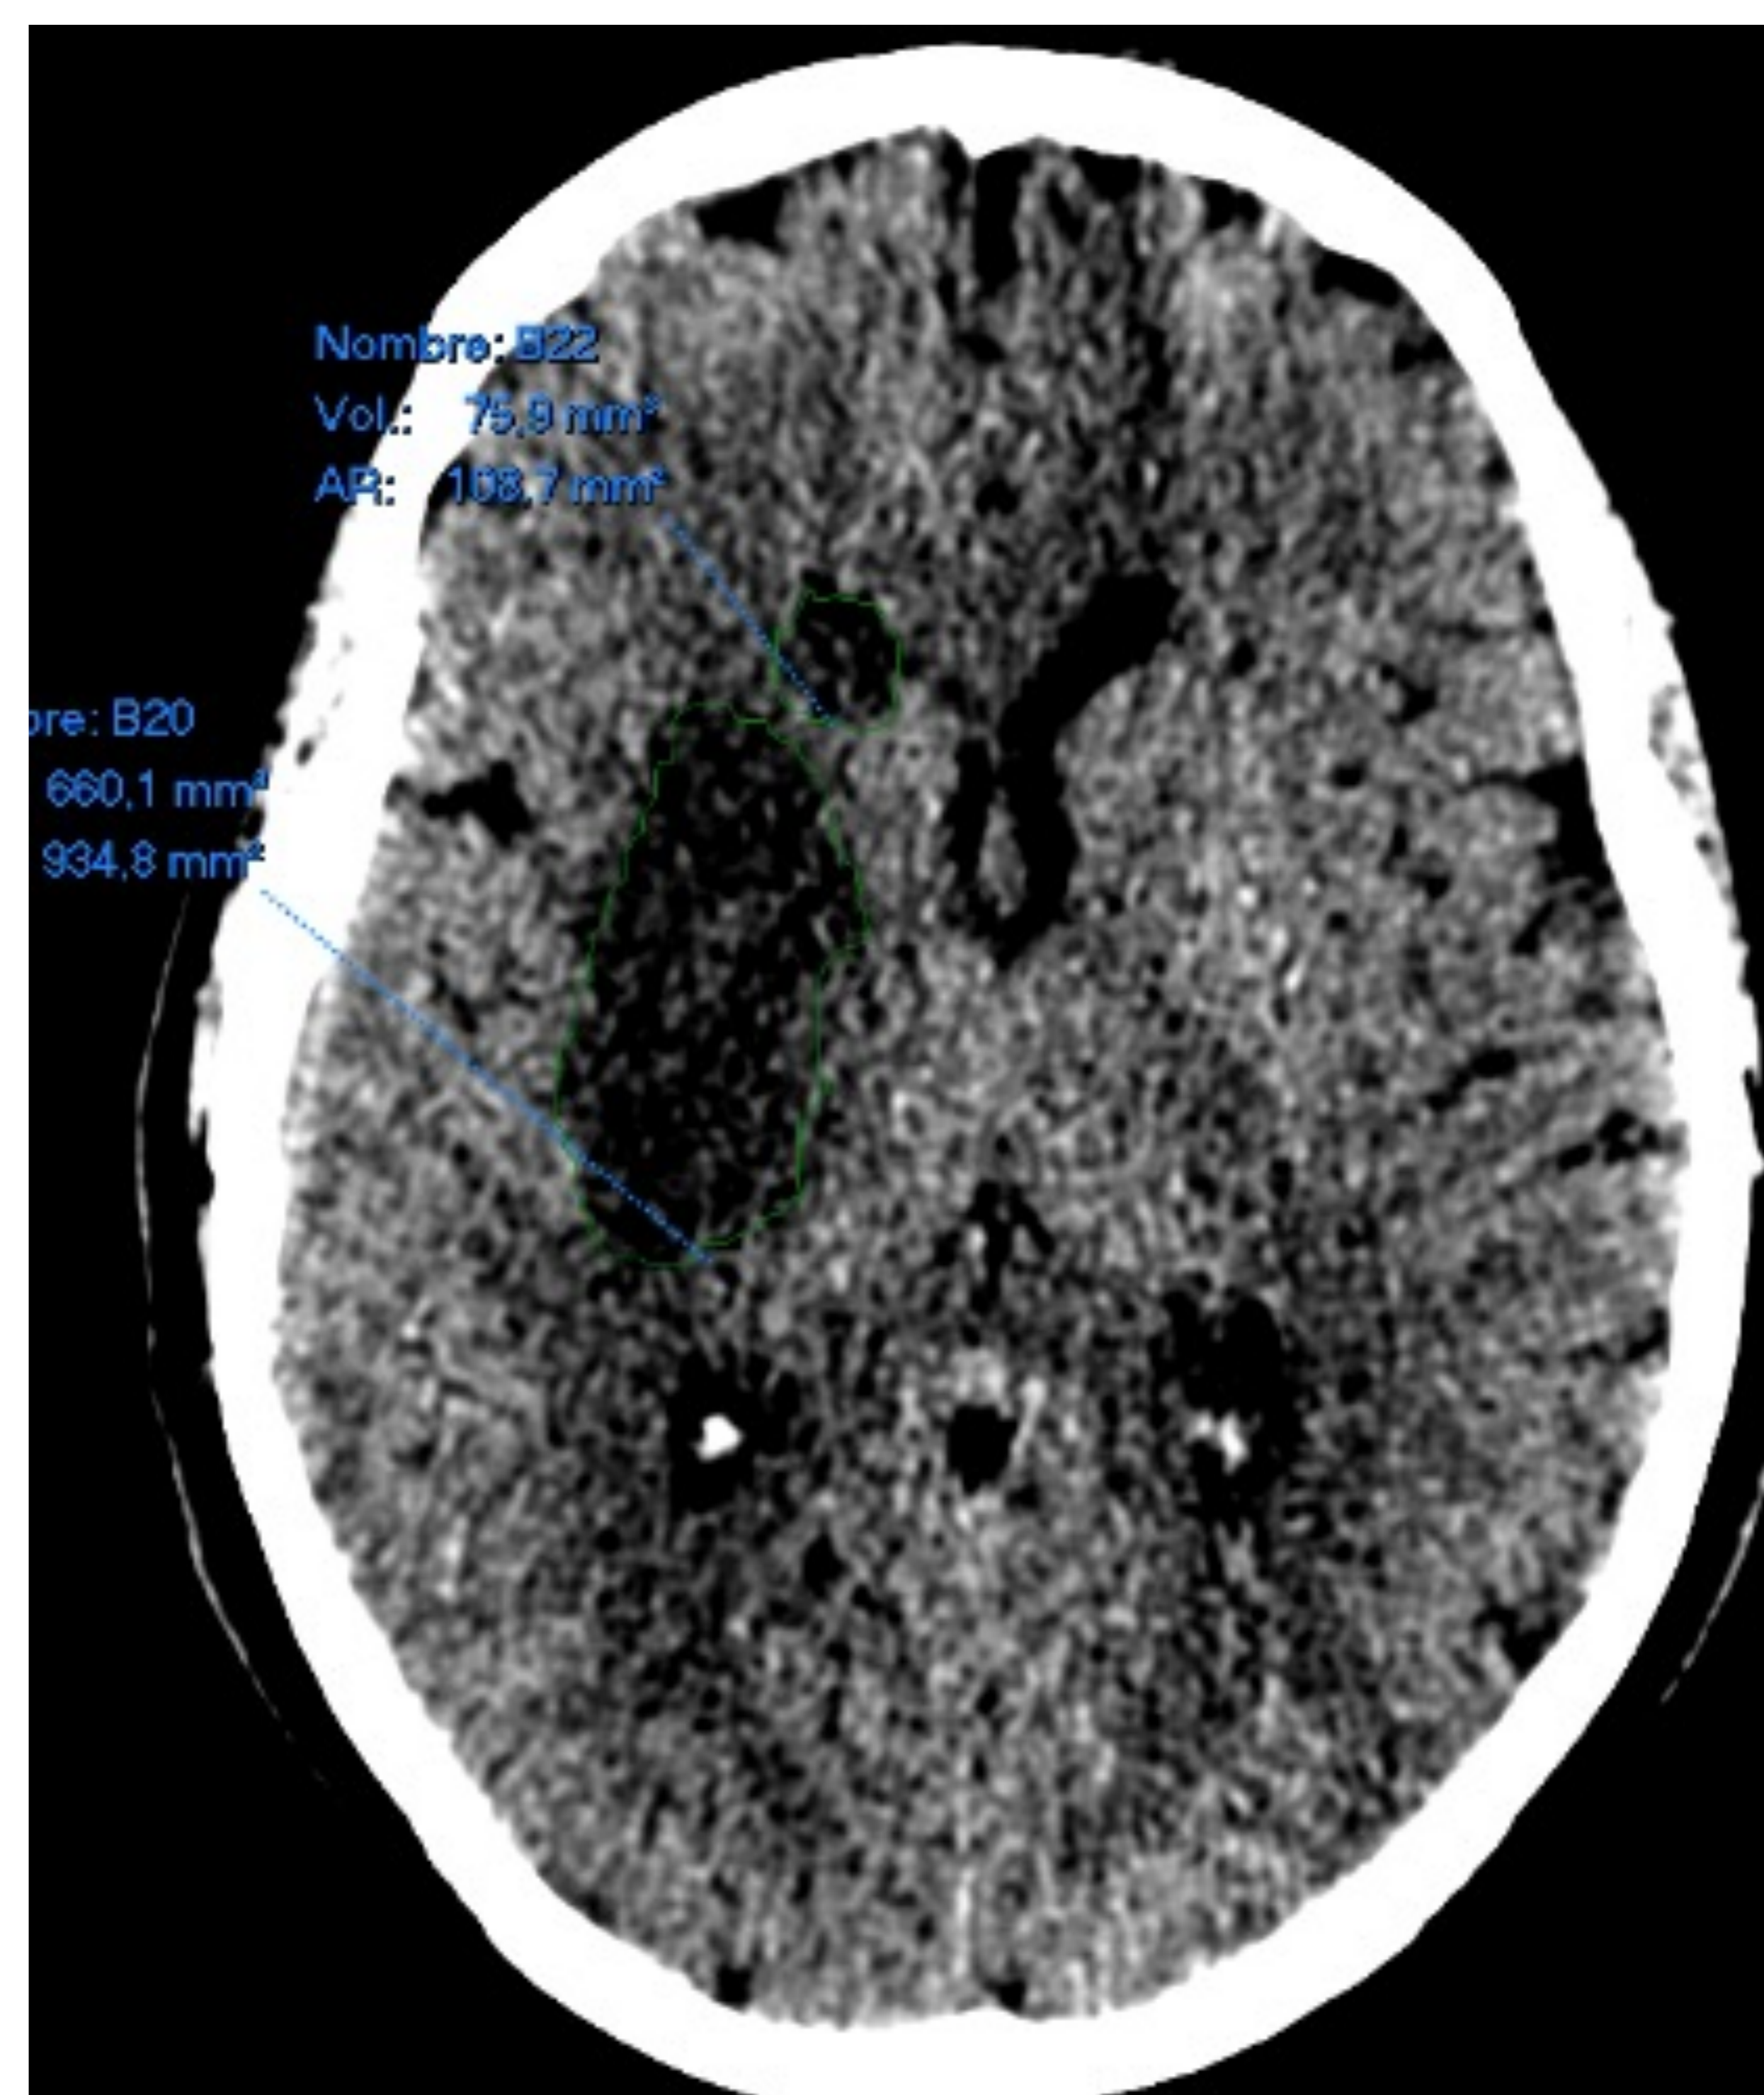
Ejemplo de una determinación automática de hipodensidad aguda en ínsula izquierda en TC sin contraste.
